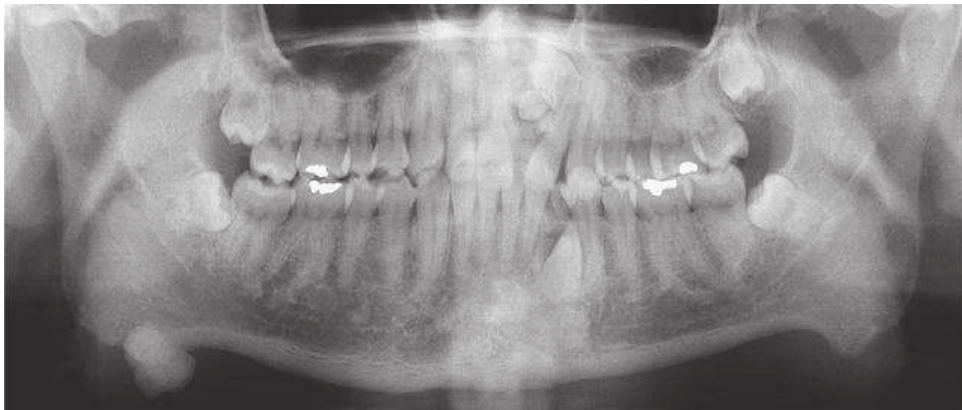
Radiographie panoramique montrant plusieurs dents incluses dans le secteur antérieur maxillaire et mandibulaire. (Selon Sohn et coll., 2011) [63].
